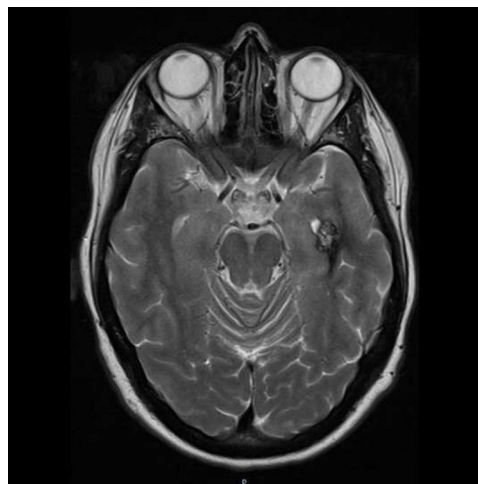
Imagen de resonancia nuclear magnética cerebral de una de las hijas del paciente donde se aprecia imagen en «palomita de maíz» compatible con malformación cavernomatosa cerebral.
